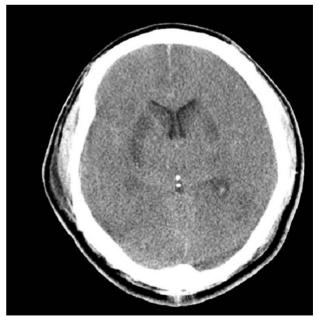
Follow Brain CT of patient A on the 3rd hospital day. It shows brain swelling, poorly differentiation of gray-white mater and bilateral low attenuated lesion in both basal ganglia.
